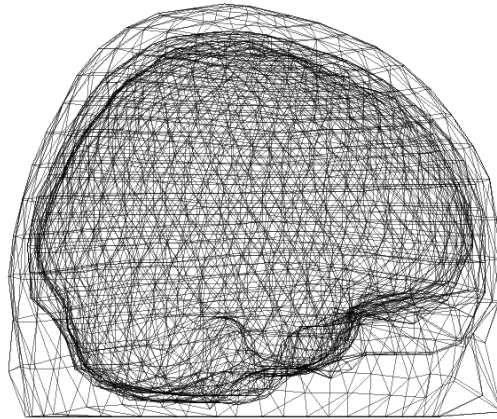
MRI snímek Colin 27 [99]. Vlevo pohled shora, uprostřed pohled z boku, vpravo pohled zezadu. Zobrazeno v prostředí MATLAB, FieldTrip.
